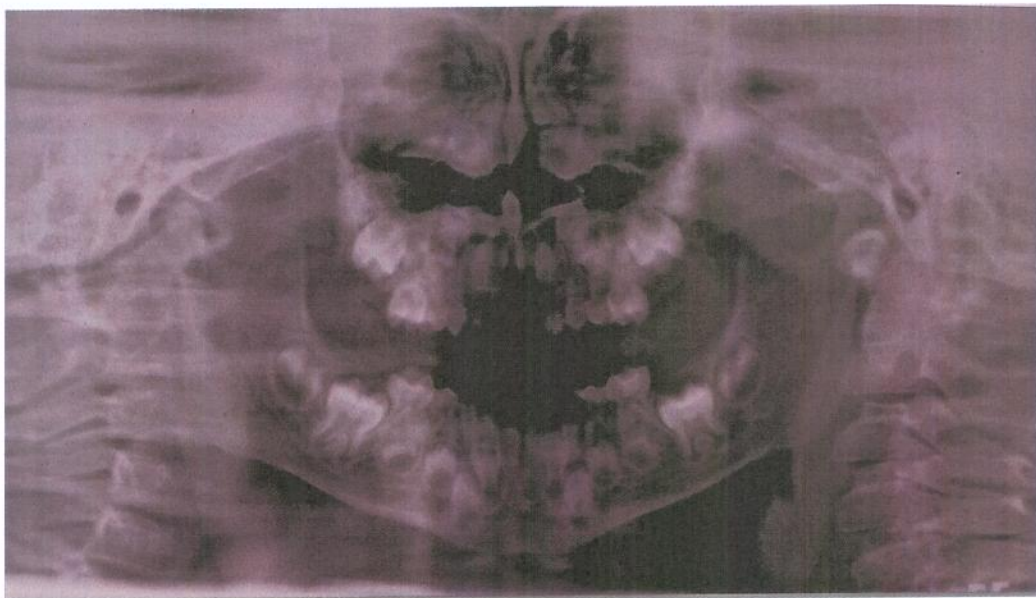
Radiografia Panorâmica, no pré-tratamento (2002)
